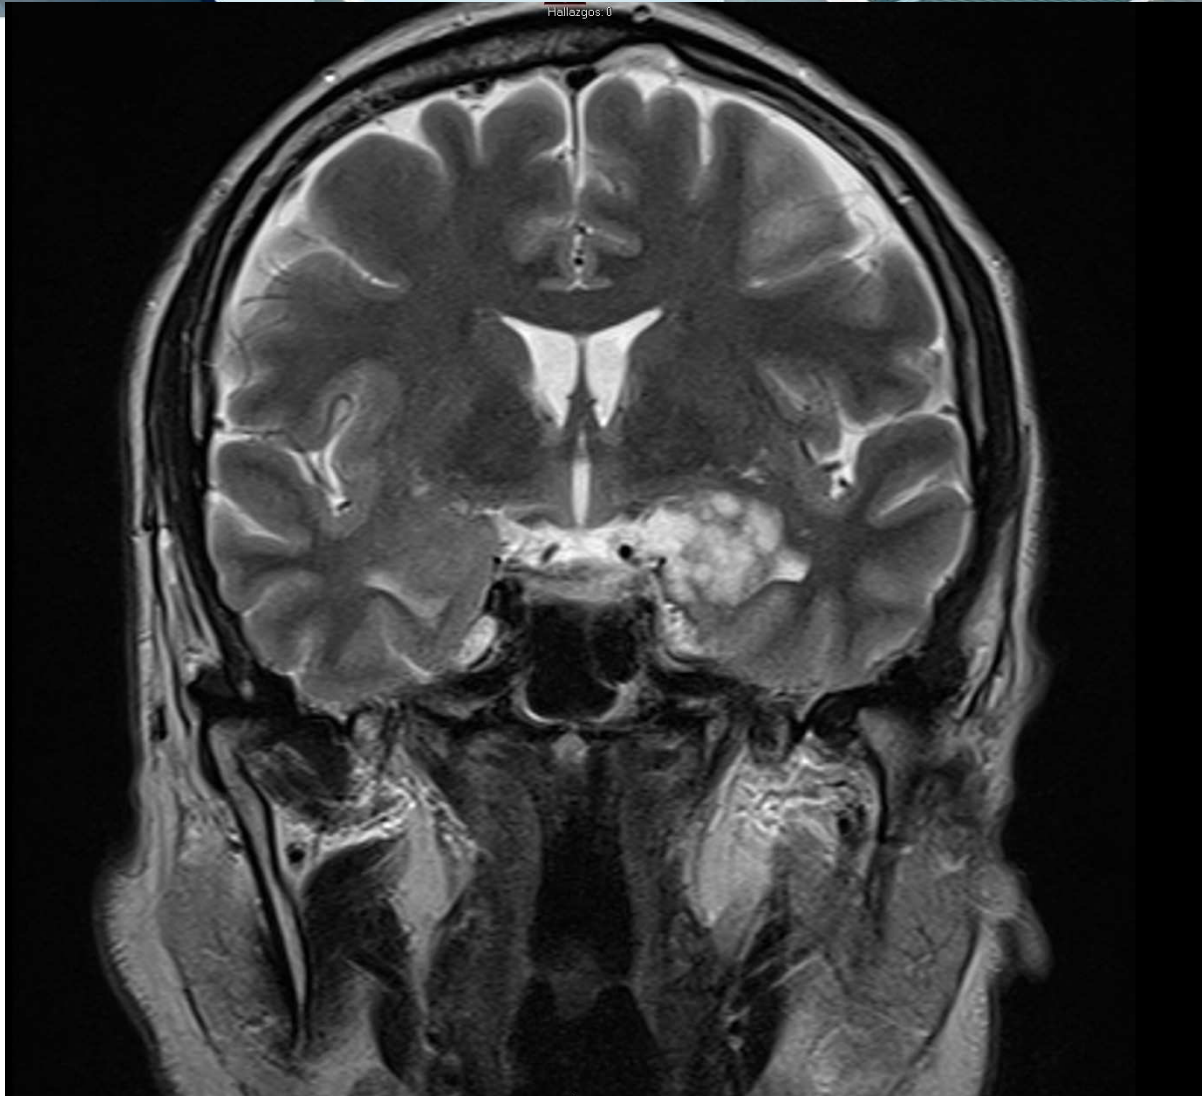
Varón 49 años con epilepsia secundaria a tumor DNET (neuroepitelial disembrionárico): Lesión de aspecto multiloculado (en pompa de jabón) corticosubcortical, en región medial de lóbulo temporal izquierdo, cuerpo amigdalino e hipocampo con hiperintensidad de señal en T2 hipointensa en T1, sin captación de contraste. Estas lesiones pueden mostrar hiperseñal en anillo en FLAIR.
